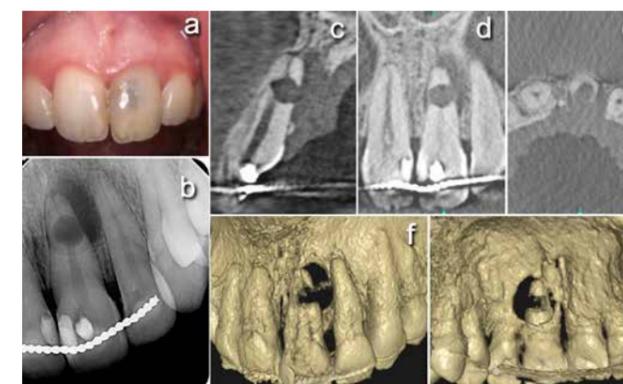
(a) Cambio de coloración del diente 2.1. (b) Radiografía periapical de diente 2.1 que muestra una reabsorción dentinaria interna con lesión radiolúcida localizada en distal y tercio apical del diente. (c) Corte sagital del CBCT del diente 2.1 donde observamos la extensión de la reabsorción interna en sentido vestibulo-palatino con comunicación con el periodonto en tercio apical y pérdida de la cortical palatina de dicho diente. (d) Corte coronal con la extensión de la reabsorción interna en sentido mesio-distal. (e) En el corte axial apreciamos la pérdida de cortical palatina y la gran destrucción de los tejidos dentarios producida por la reabsorción. (f y g) Reconstrucciones volumétricas que muestran tanto la extensión de la pérdida ósea como la destrucción de los tejidos dentales provocada por la reabsorción.
